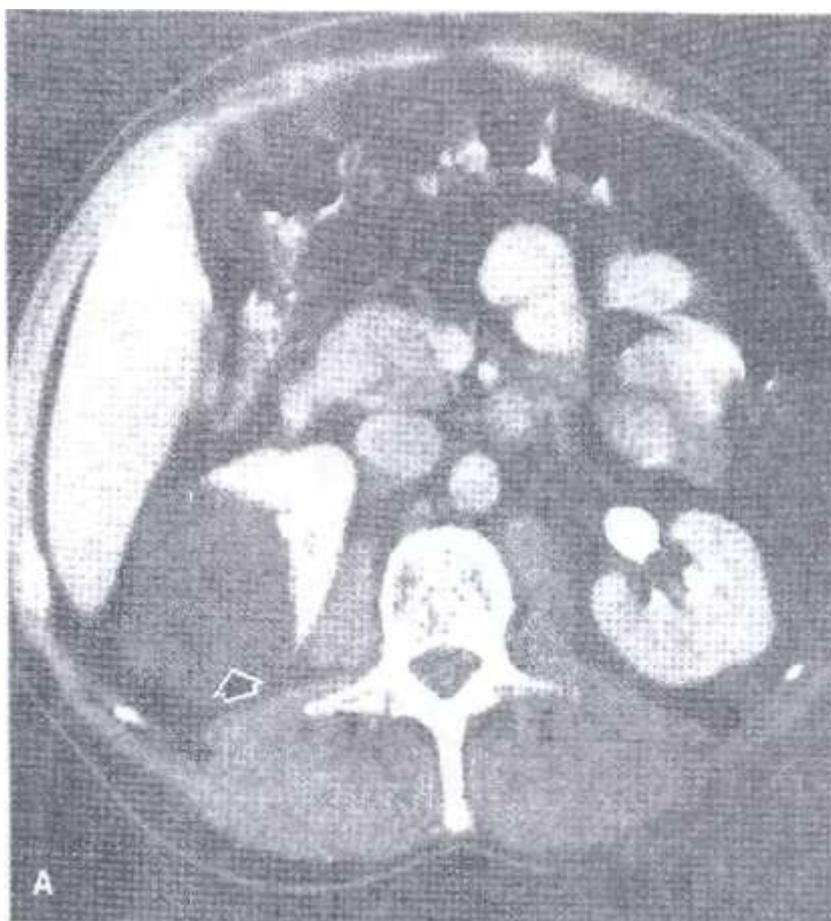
Компьютерная томограмма. Солитарная киста почки. Магнитно-резонансная томография используется в диагностике патологии почек, предстательной железы, мочевого пузыря, яичек, полового члена. При магнитно-резонансной урографии получают изображения, схожие с экскреторными
